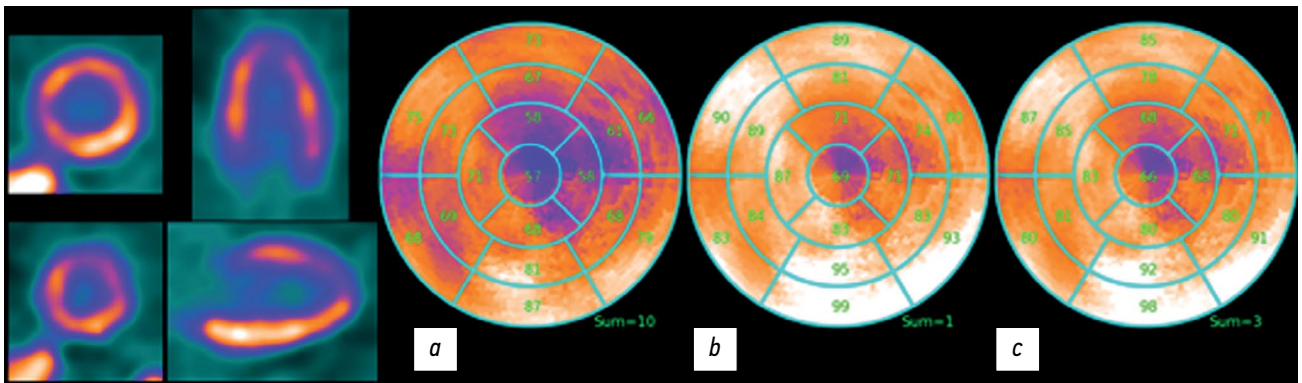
AC/RR. Полярная карта реконструированного изображения перфузии миокарда левого желудочка. Реконструкция проведена с коррекцией ослабления (attenuation correction, AC) и восстановлением разрешения (resolution recovery, RR). Значения показателя Summed Rest Score (SRS) для трёх методик расчёта полярной карты: *a* — $S_{\max}=10$; *b* — $S_{90}=1$; *c* — $S_{\text{norm}}=3$.
